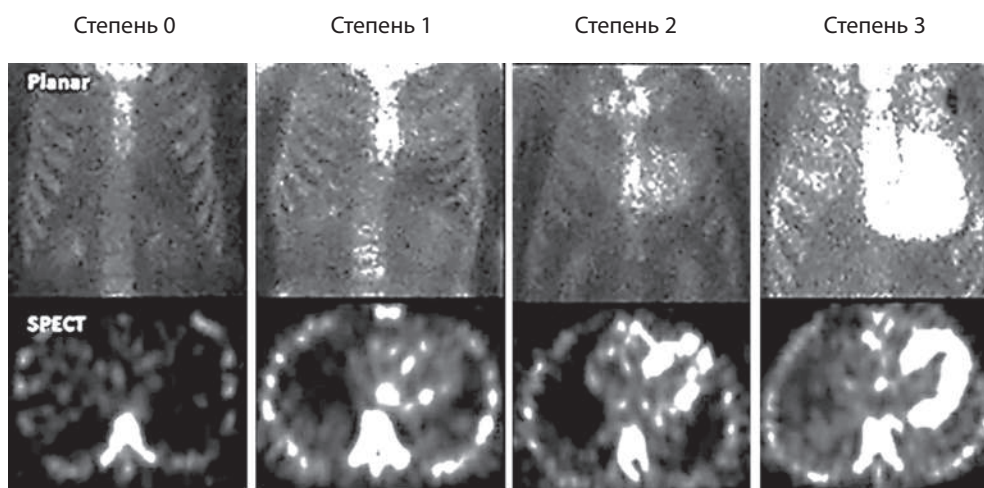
Варианты различной степени захвата остеотропного РФП миокардом при оценке сцинтиграфии с фосфатными комплексами, меченными ^{99m}Tc
